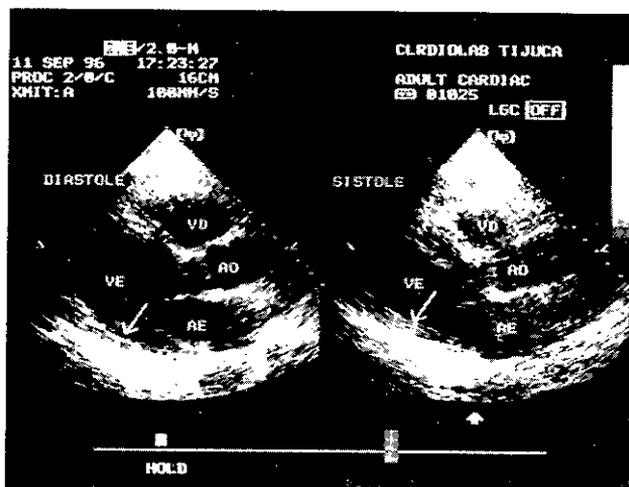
Ecocardiograma basal em paciente com infarto infero-posterior prévio demonstrando ao corte longitudinal hipocinesia da parede posterior e não acinesia (observar o espessamento da parede com a sístole), indicando a presença de miocárdio viável.
